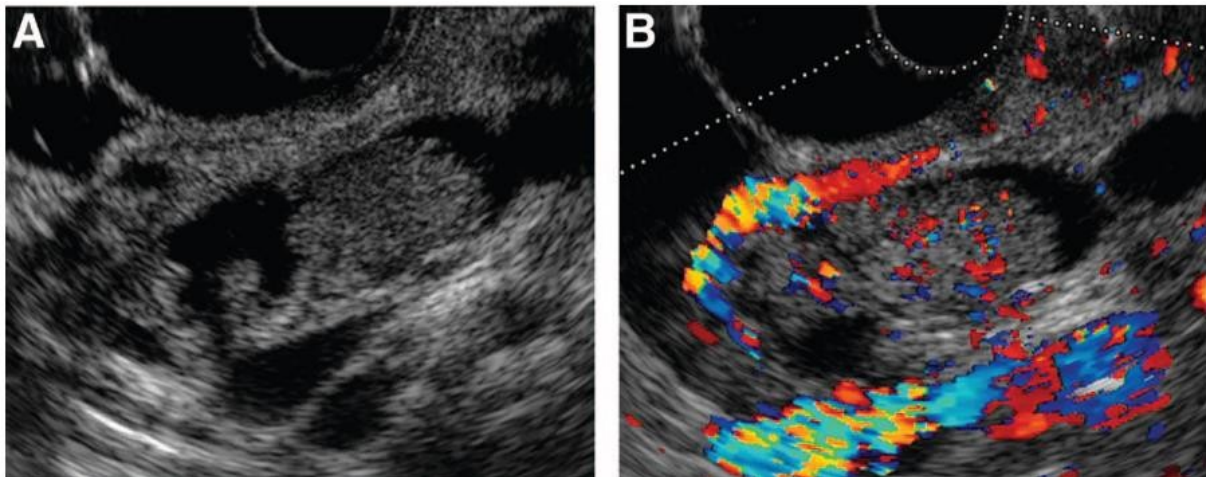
L'EUS mostra una IPMN-MD con il dotto pancreatico principale dilatato con in cui è evidente nodulo polipoide protrudente (A). All'eco-color doppler viene riscontrato un abbondante flusso ematico all'interno del nodulo (B). La diagnosi istologica rivelerà un IPMN cancerizzato microinvasivo⁸⁷.
